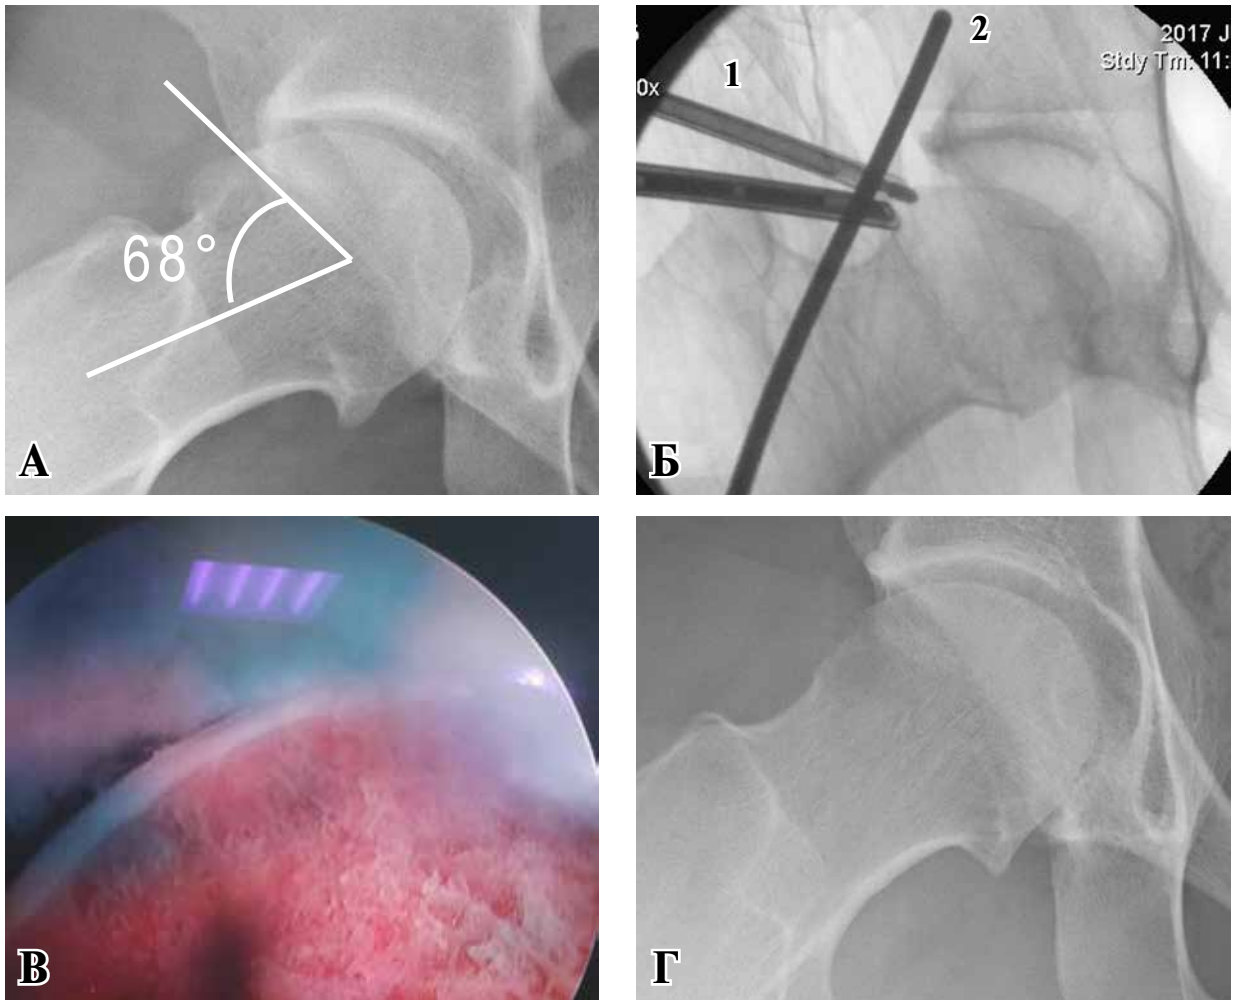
Краевая резекция головки и шейки бедра при «сам» типе феморо-ацетабулярного импиджмента у пациентки 21 года. А – рентгенограмма до операции, гипертрофия переднего края головки, альфа угол 68° , Б – интраоперационная рентгенограмма, артроскопическая резекция шейки, 1 – оптика и бор, 2 – расширительный троакары; Б' – артроскопический вид шейки после резекции бором; Г – рентгенограмма после операции.
